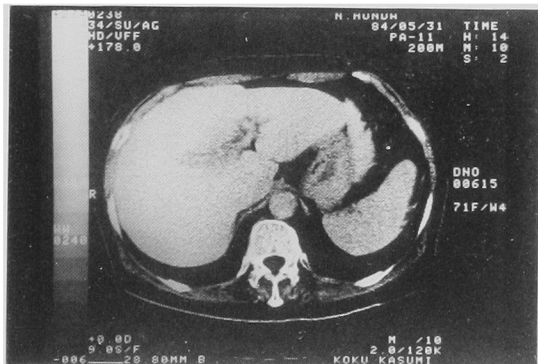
Case No. 22 Liver abscess (CT of abdominal part)
